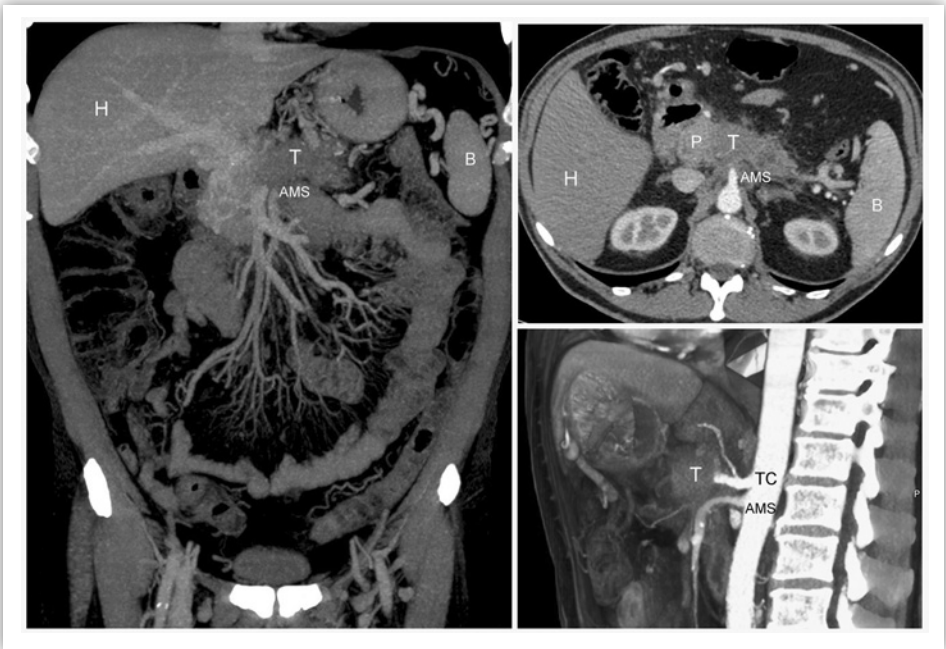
Angio-TC de abdomen, que muestra una extensa tumoración (T) a nivel de cuello y cuerpo de páncreas (P) de aproximadamente 5 x 3 x 3 cm, con infiltración posterior que afecta la raíz del tronco celiaco (TC) y la arteria mesentérica superior (AMS). (H: hígado; B: bazo).
